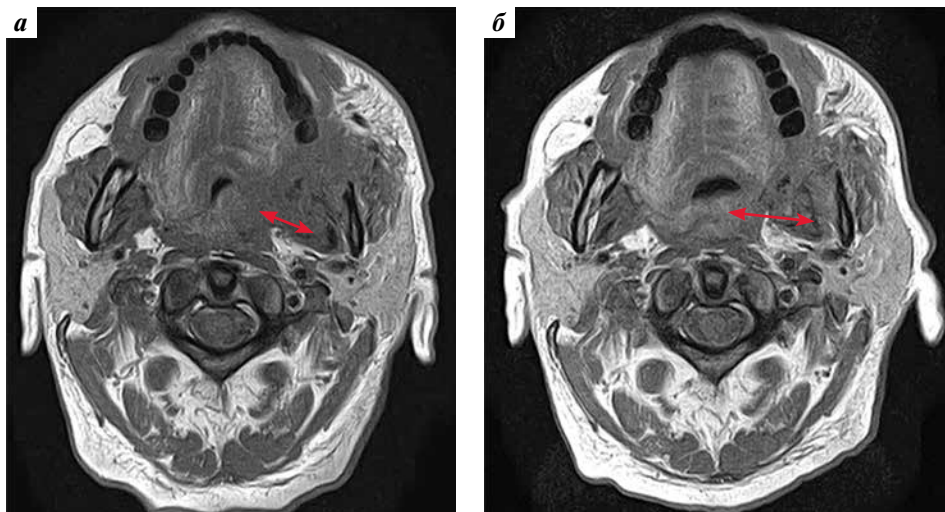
Магнитно-резонансная томография лицевого отдела черепа с внутривенным контрастированием пациента Ч.: а — до начала ТРЕх; б — после 4 курсов. Стрелками показаны границы опухоли
